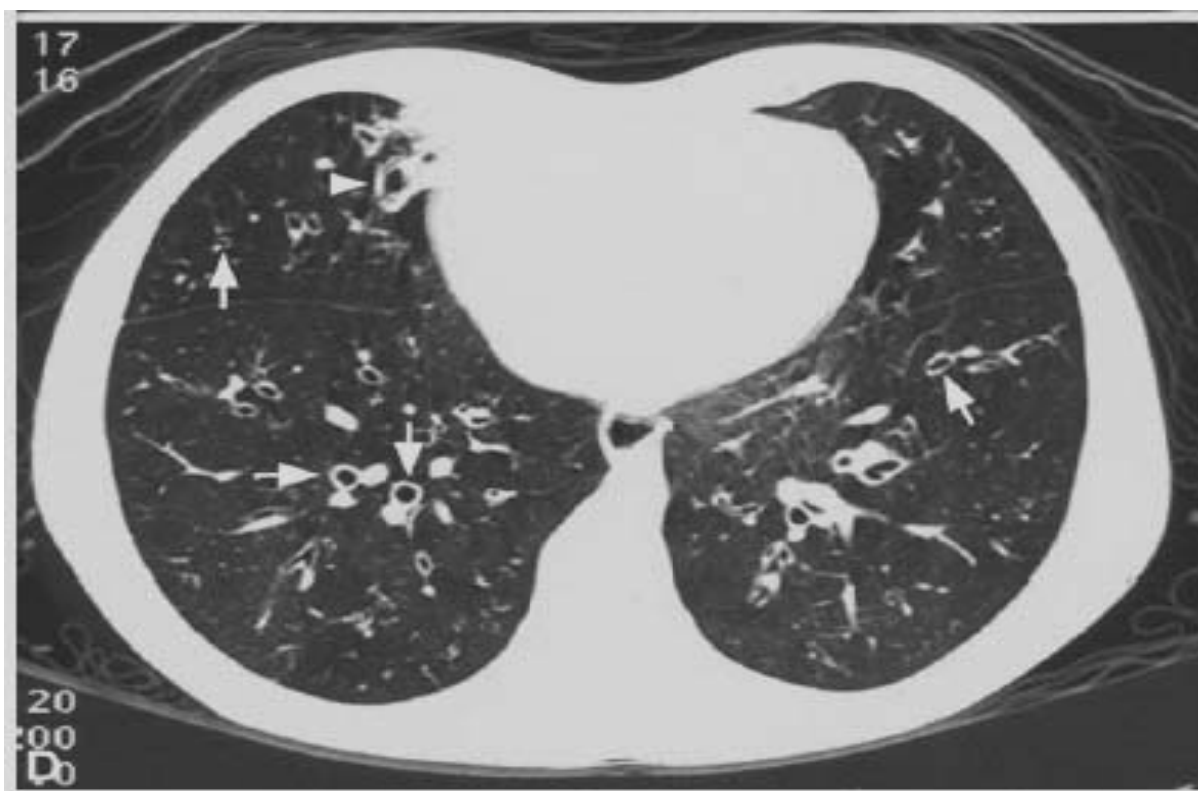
Структурные изменения в легких при МВ на КТ высокого разрешения (стрелками указаны бронхоэктазы).
